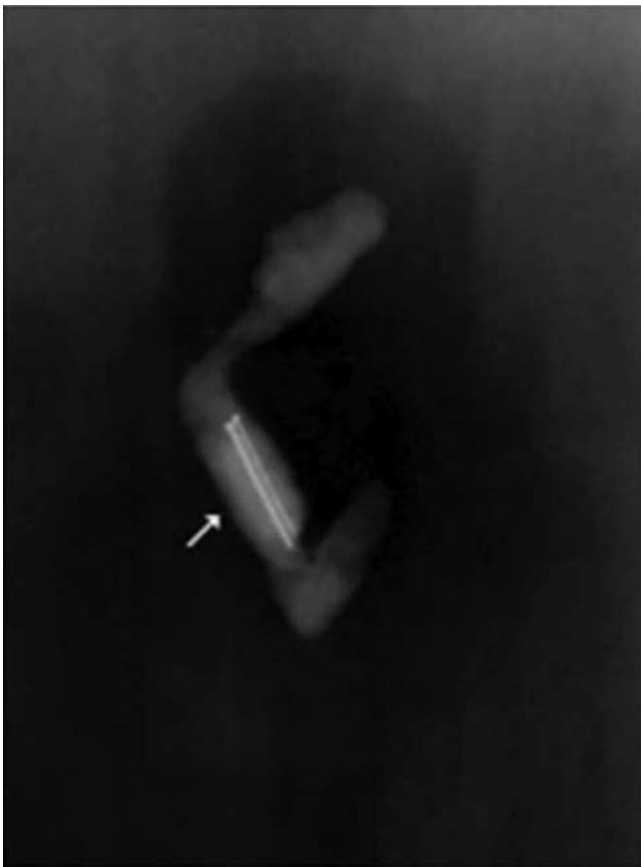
Radiografía AP de abdomen de paciente masculino de 66 años que muestra alfileres en la luz apendicular.
